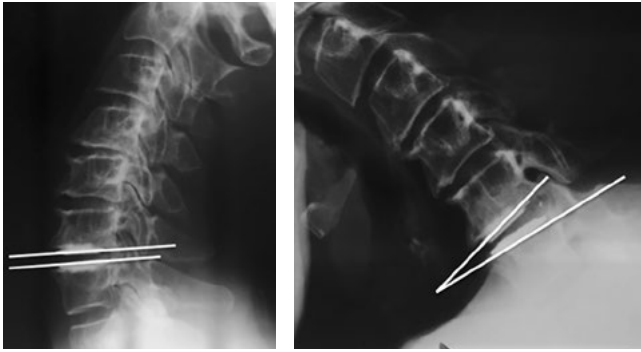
Больная А., 47 лет. Функциональная рентгенография спустя 60 мес после выполнения артропластики. Объем движения в оперированном и вышележащих сегментах сохранен и приближен к анатомической норме
